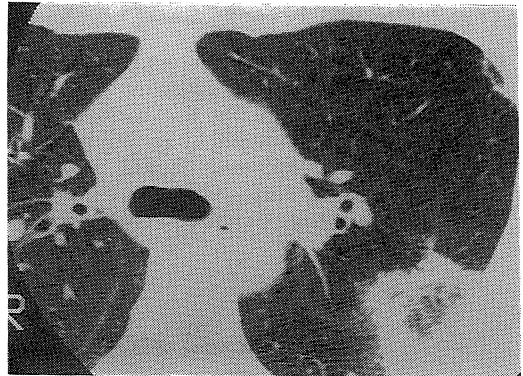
Chest CT demonstrates that new abnormal shadows are composed of conglomerate densities.
